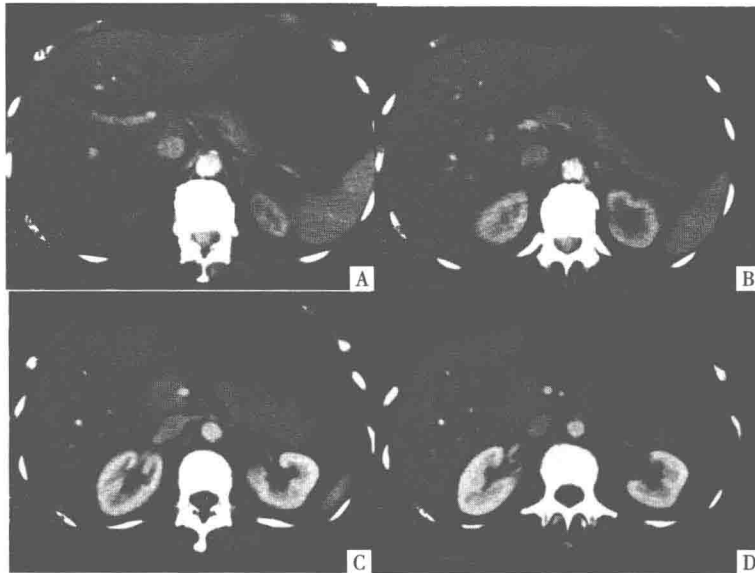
2013-12 腹部增强 CT 片
